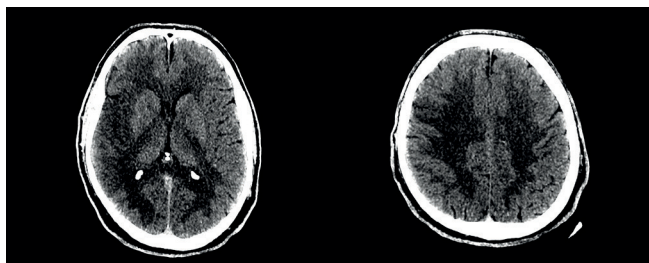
TC de crânio na janela do ASPECTS janela 50 x 30 com hipodensidade em M1, M2, M3, M5 e I (ASPECTS 5).
